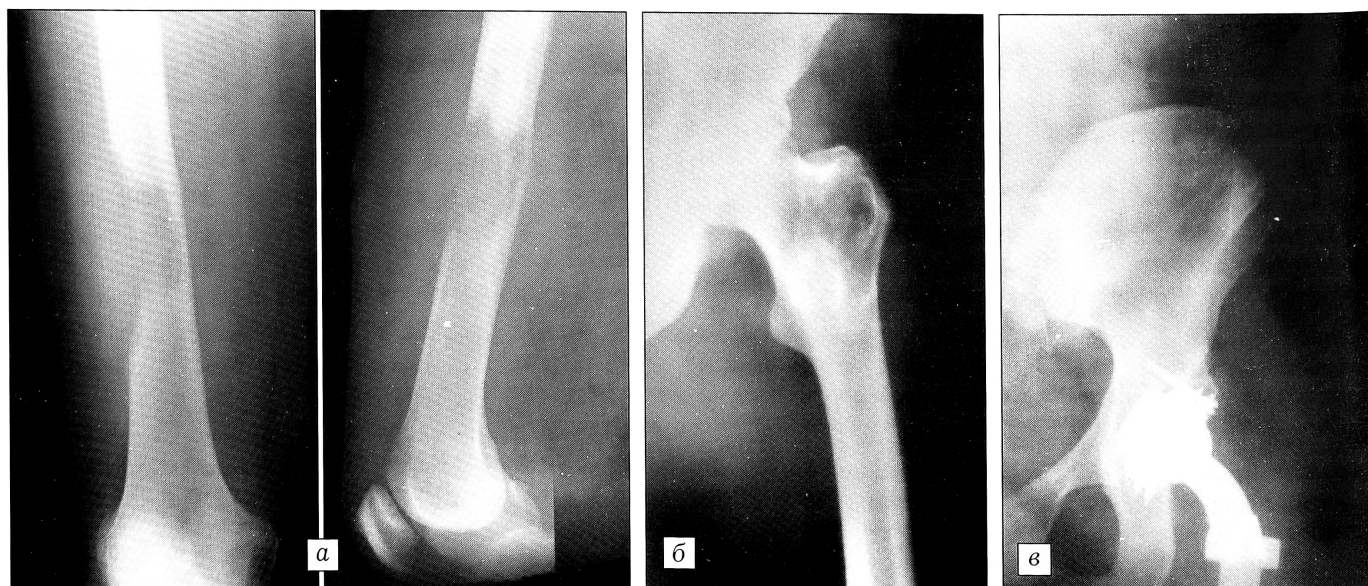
Рентгенограммы больного К.
